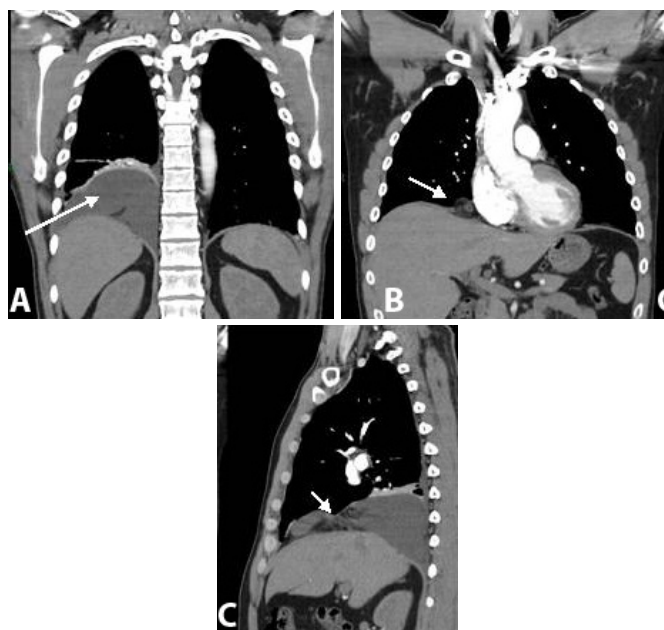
Tomografia computadorizada. (A) Corte coronal evidencia formação cística pleuropericárdica na base do hemitórax direito. (B) Corte coronal: em seu aspecto medioanterior, tal formação se apresenta entremeadada por gordura e estruturas lineares densas (“sinal do redemoinho”), aspecto sugestivo de torção. (C) Corte sagital: ponto de torção (seta).
